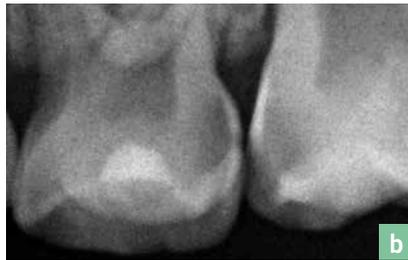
a/b: Klinisches Bild: 64 okklusale Füllung, sowie an 65 mesial eine kavitierte kariöse Läsion und bei 65 okkusal eine Initialkaries. (a) Röntgen: Distal an 64 ist zudem eine kariöse Dentinläsion zu diagnostizieren. Bei 64 und 65 ist jeweils eine Dentinbrücke zwischen der kariösen Läsion und der Pulpa sichtbar. Die Hall-Technik kann bei unauffälliger Schmerzanamnese hier in Betracht gezogen werden. (b)
